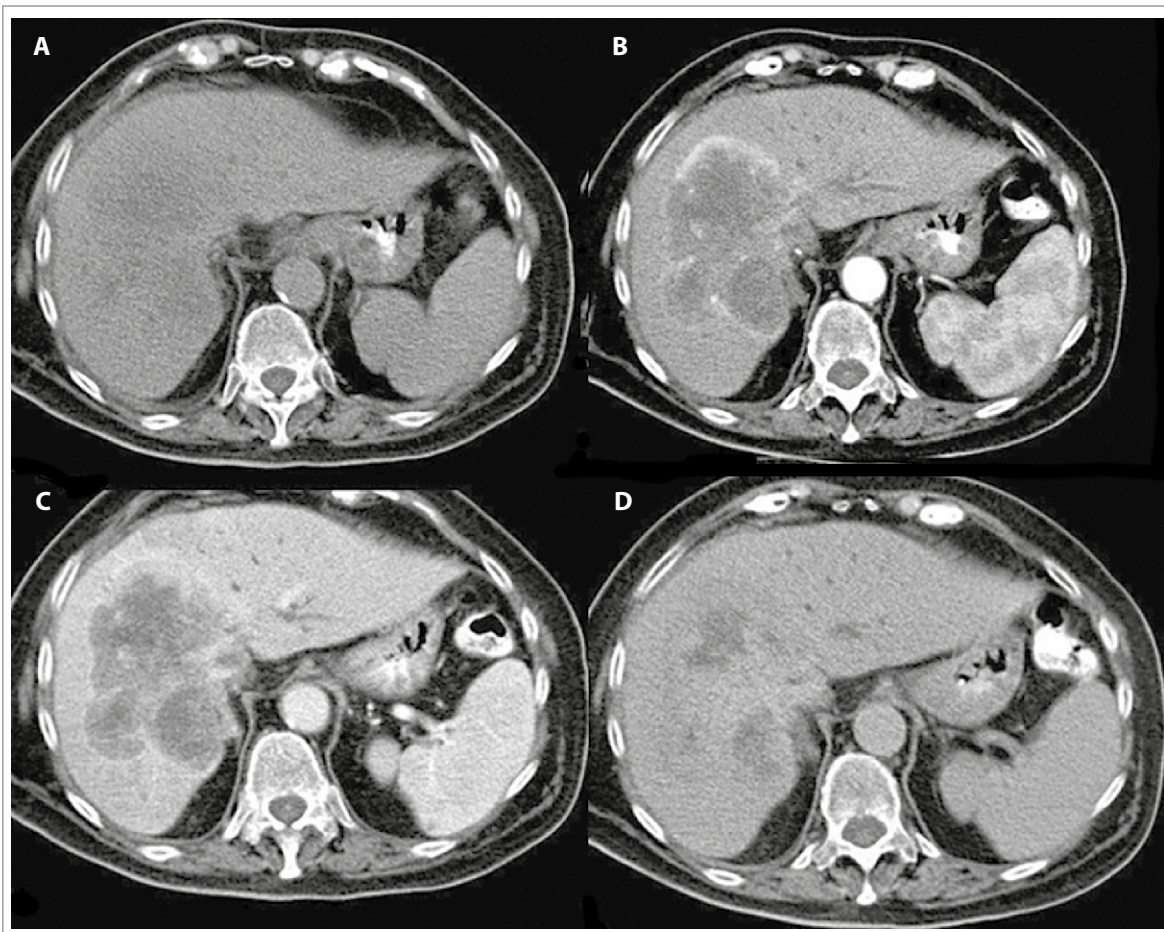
TC de abdomen que muestra colangiocarcinoma intrahepático en cuatro fases: A. Fase sin contraste, masa hipodensa apenas visible en segmentos V, VI, VII y VIII. B. Fase arterial. Se visualizan los bordes hipercaptantes de la masa hepática (ring enhancement) y vascularización del tumor asociado a dilatación segmentaria de la vía biliar. C. Fase portal define con claridad los márgenes y tamaño del tumor con hipercaptación periférica incompleta, vasculatura portal y áreas hipodensas intratumorales. D. Fase tardía con débil visualización, representa el grado de fibrosis y de tejido estromal.
